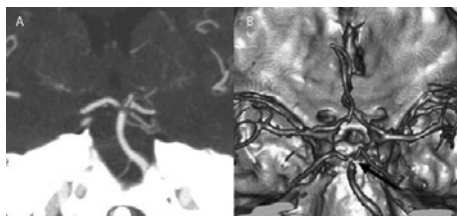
Oclusión distal del tronco basilar. A) Angio-TC con reconstrucción de máxima intensidad de proyección coronal. B) Reconstrucción volumétrica. Defecto de repleción distal en la arteria basilar, sin opacificación de la arteria cerebelosa superior derecha (flecha).
